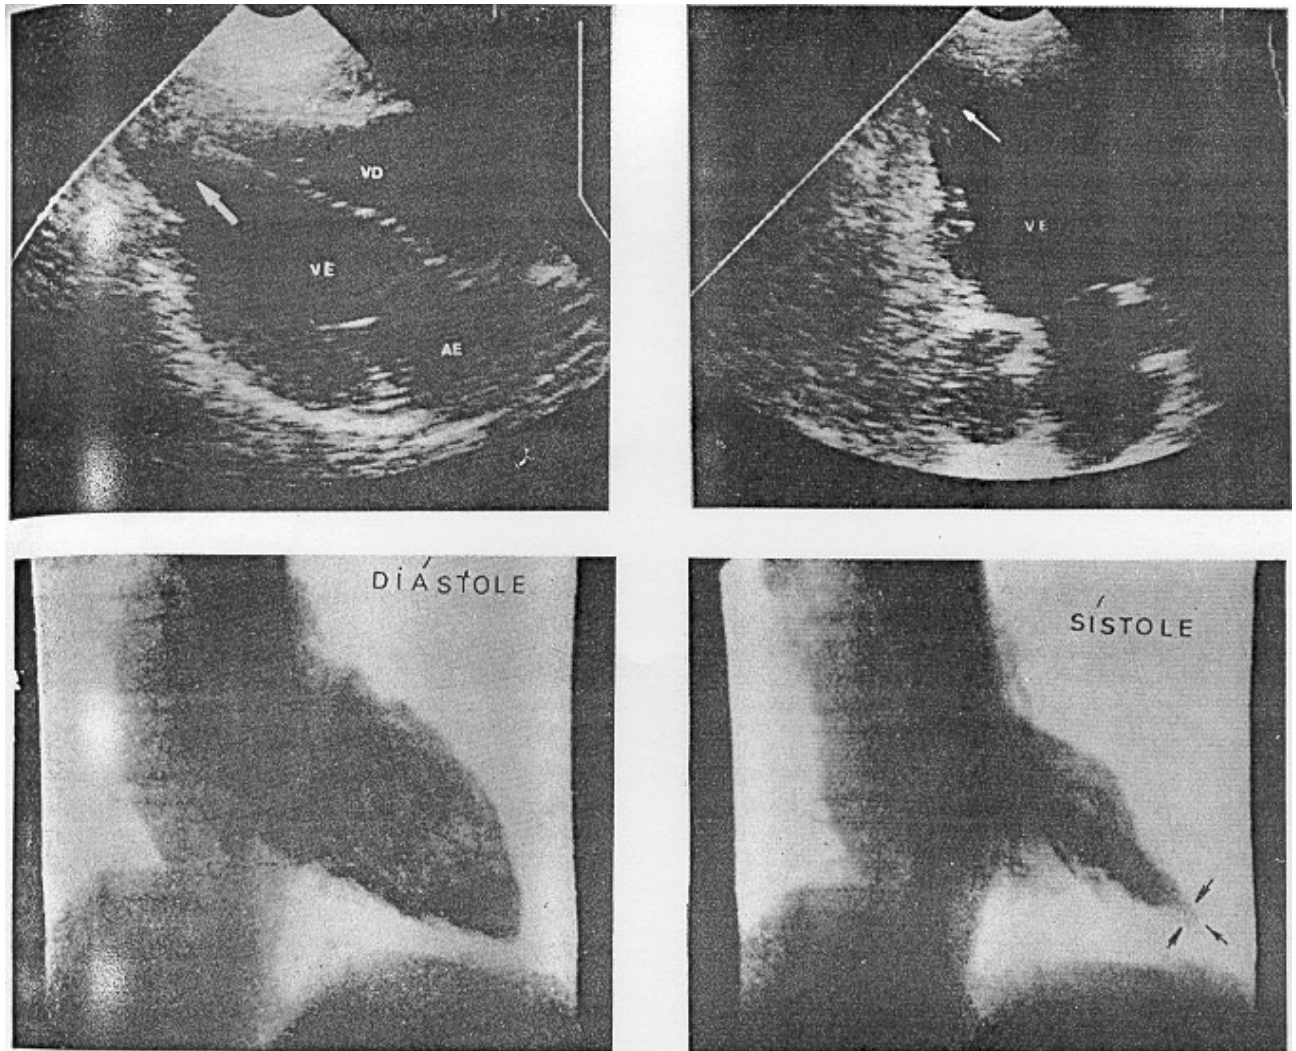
Caso17. Ecocardiograma - 2D em posição subxifóide e apical 2 câmaras evidenciando lesão apical (setas) do tipo em dedo de luva, visto na fase sistólica da cineventriculografia esquerda (setas)
